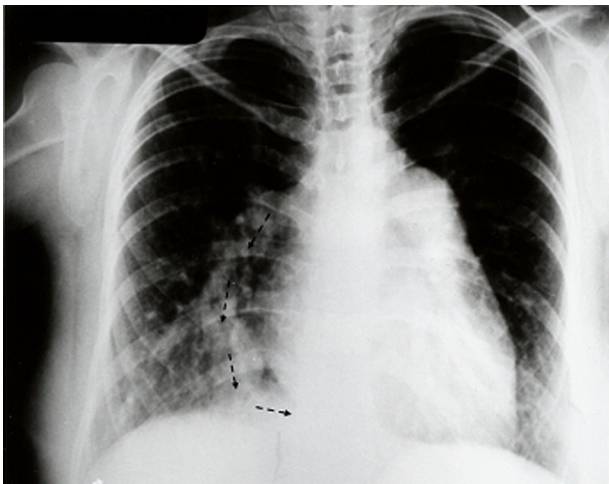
Radiografía de tórax de un caso con síndrome de la cimitarra. Obsérvese en el hemotórax derecho el trayecto curvo del colector venoso (flechas).
